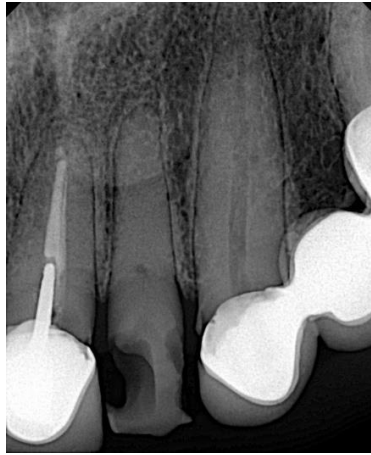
Radiografía inicial preoperatoria.
